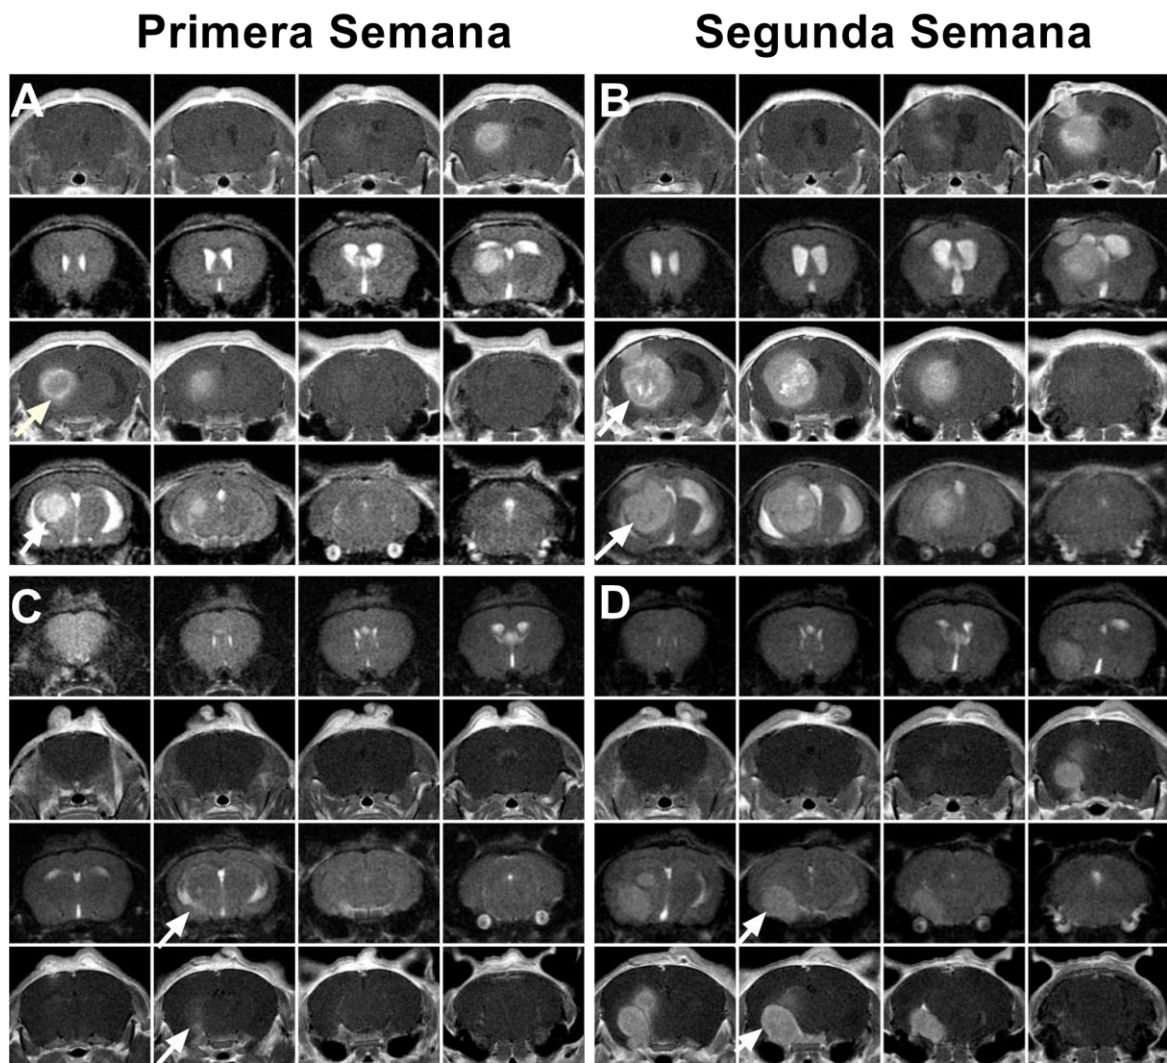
IRM de ratones control (A-B) y ratones a los que se aplicó PTT (C-D) adquiridas en dos momentos diferentes: una semana (A y C) y dos semanas (B y D) después del momento en el que se aplicó la PTT. Las flechas blancas indican la masa tumoral en distintas localizaciones.
